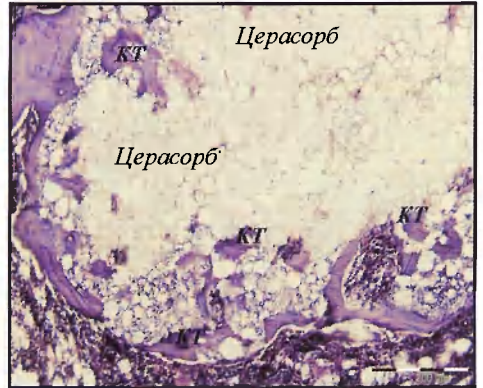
№ 6. Формирование внутри пор краевых участков керамики Церасорб новообразованных костных трабекул (КТ). 3-я группа животных. 90 суток после имплантации. Окраска гематоксилином и эозином. X200.
